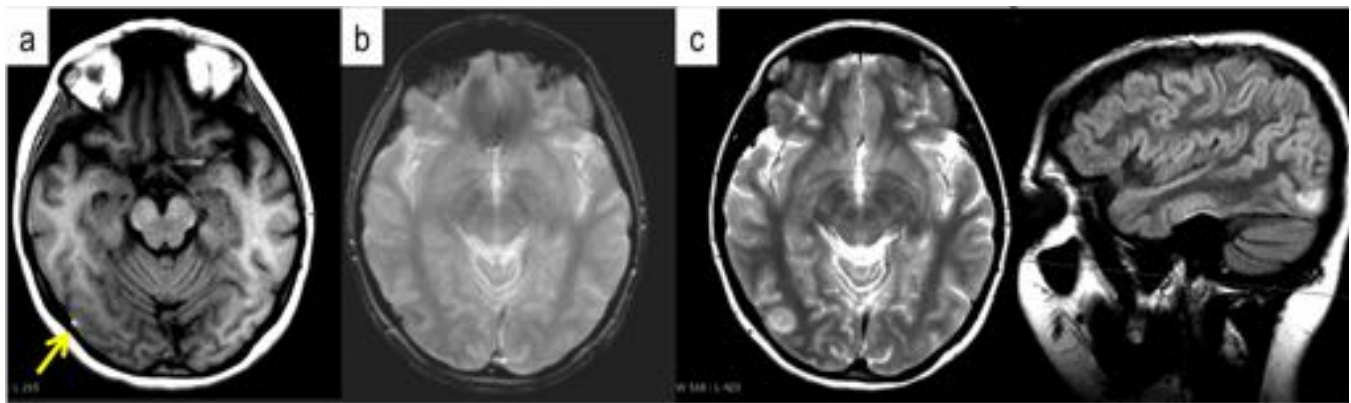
27 años con historia de consumo de ACOs y convulsiones. Foco superficial hiperintenso y puntiforme (flecha amarilla) en transición temporo-occipital derecha (a), caída de señal en SWI (b), se acompaña de alteración FLAIR del parénquima adyacente (c) que traduce pequeño infarto venoso cortical
